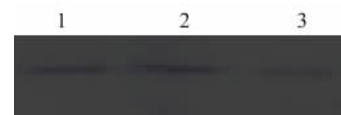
Western blotting 检测 AdPTEN 感染乳腺癌 BT474 细胞中 Akt 磷酸化的水平
